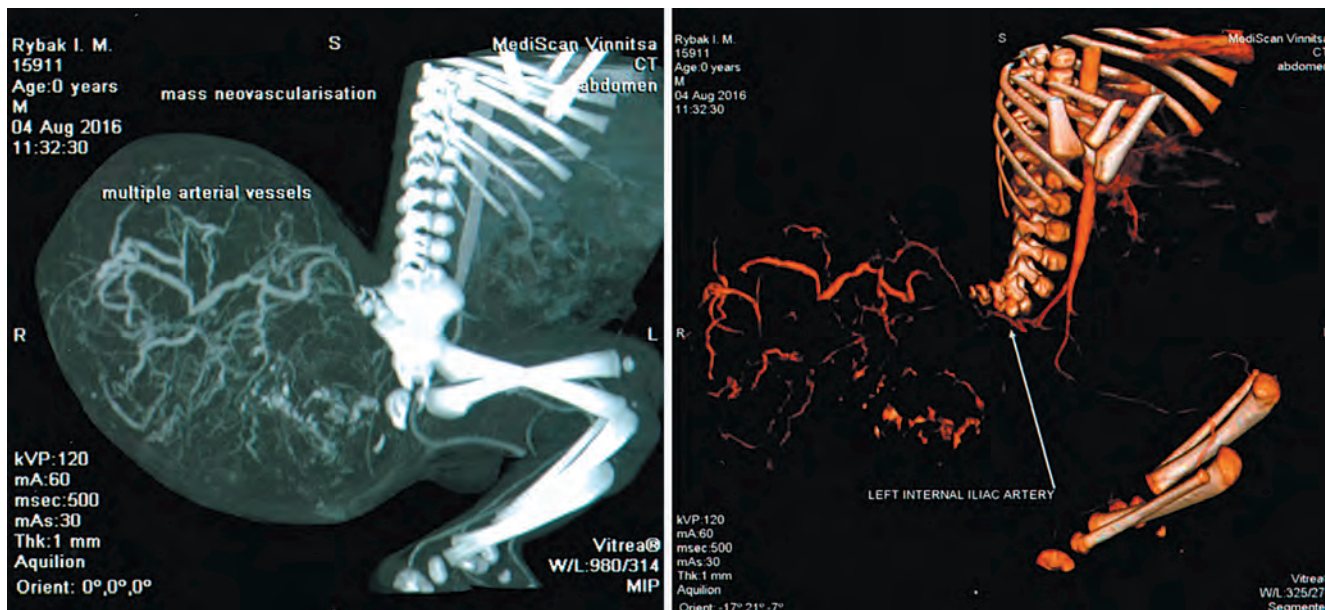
Хворий Р., МКСХ № 9607, вік 1 доба. Д-з: Тератома крижово-куприкового відділу гігантських розмірів. МСКТ черевної порожнини і порожнини малого таза із контрастним підсиленням
